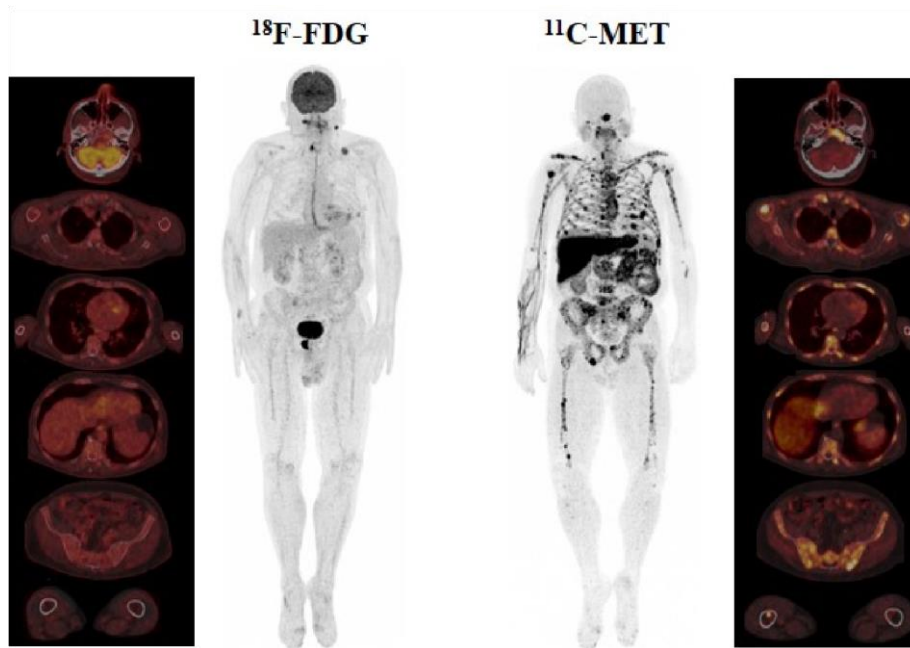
Display of a 68-year-old male with Bence–Jones kappa multiple myeloma Revised International Staging System (R-ISS) II. In ^{18}F -fluorodeoxyglucose (^{18}F -FDG) positron emission tomography (PET)/computed tomography (CT), focal lesions (FL) located on the right thyroid cartilage and sacral bone were identified. Nevertheless, the focal uptake on the lower cervical region and left clavicle corresponded to a lymph node and a fracture, respectively, and were thus considered unspecific findings. Please note that diffuse uptake in ^{18}F -FDG PET/CT was homogeneous and below the liver cut-off. Conversely, a combined infiltration pattern with bone marrow (BM) infiltration and more than 10 FL was present in ^{11}C -MET PET/CT. Importantly, they did not demonstrate a correlation in ^{18}F -FDG PET/CT (fusion images).
